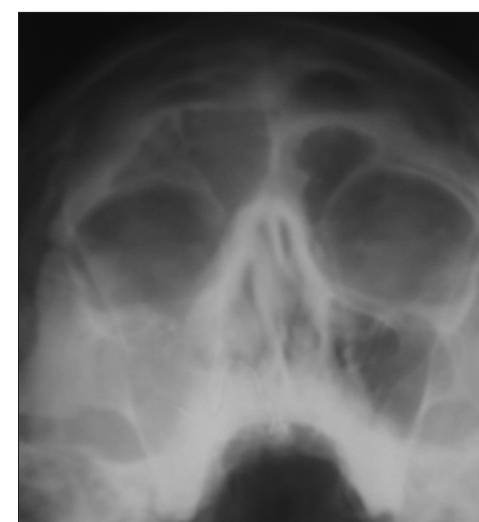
Хворий В., 56 років. Рентгенограма ПНП. Чітко пневматизована ліва ЛП. Повітря розповсюджується за межі пазухи в передню черепну ямку – пневмоцефалія
